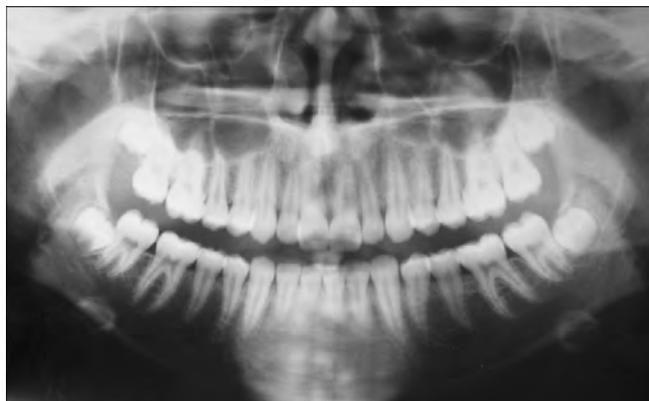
Ортопантомограмма челюстей З.Е., 15 лет, через 2 года после лечения.
